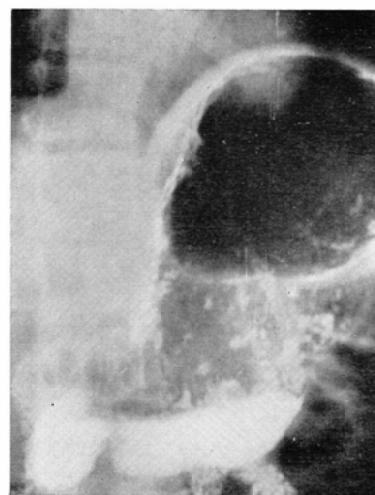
B-1, B-2, B-3, E-4, E-5 Patient is thirty-six years old male. These roentgenograms were taken for the purpose of the qualitative diagnosis of gastric ulcer (arrow), then stomach was distended by air injected through an intubated catheter, when increased gradually the air into the stomach from Fig. B-1 to Fig. E-2 and so on to Fig. E-5, therefore form of ulcer transformed into from the first form of square protrusion (Fig. B-1) to tent like protrusion (Fig. B-2), to lower tent like protrusion (Fig. B-3), to more lower tent like protrusion (Fig. B-4) and ulcer leveals was not shown by extension (Fig. E-5).
